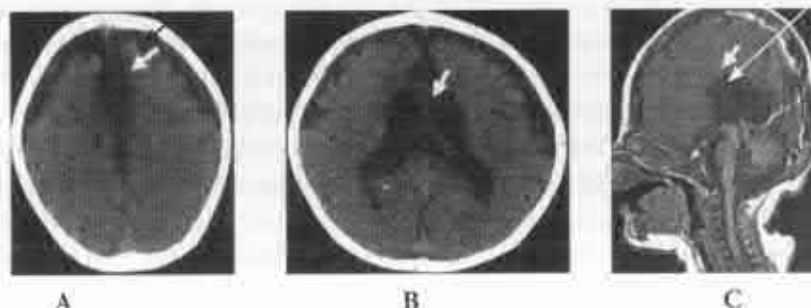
Tulburări de diferențiere a plăcii comisurale. A, B. CT-scan agenzie de corp calos, dilatație a coarnelor occipitale ale ventriculilor laterali și atrofie corticală fronto-parieto-temporală bilaterală; C. Aspect imagistic. (ACC)
